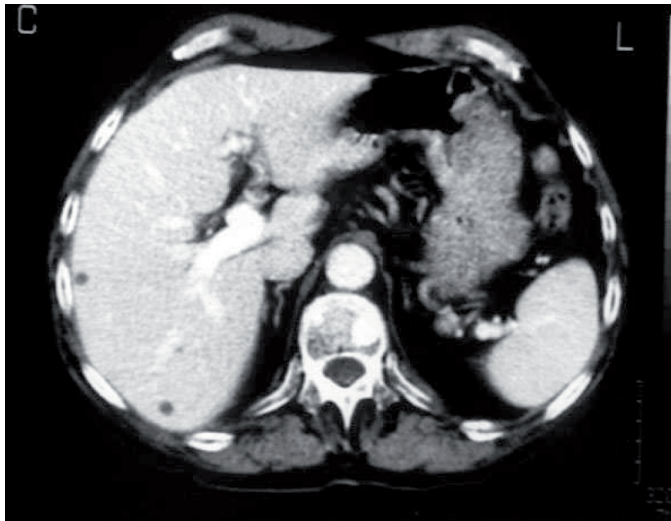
TAC. Metástasis vertebral de un carcinoma de próstata.
